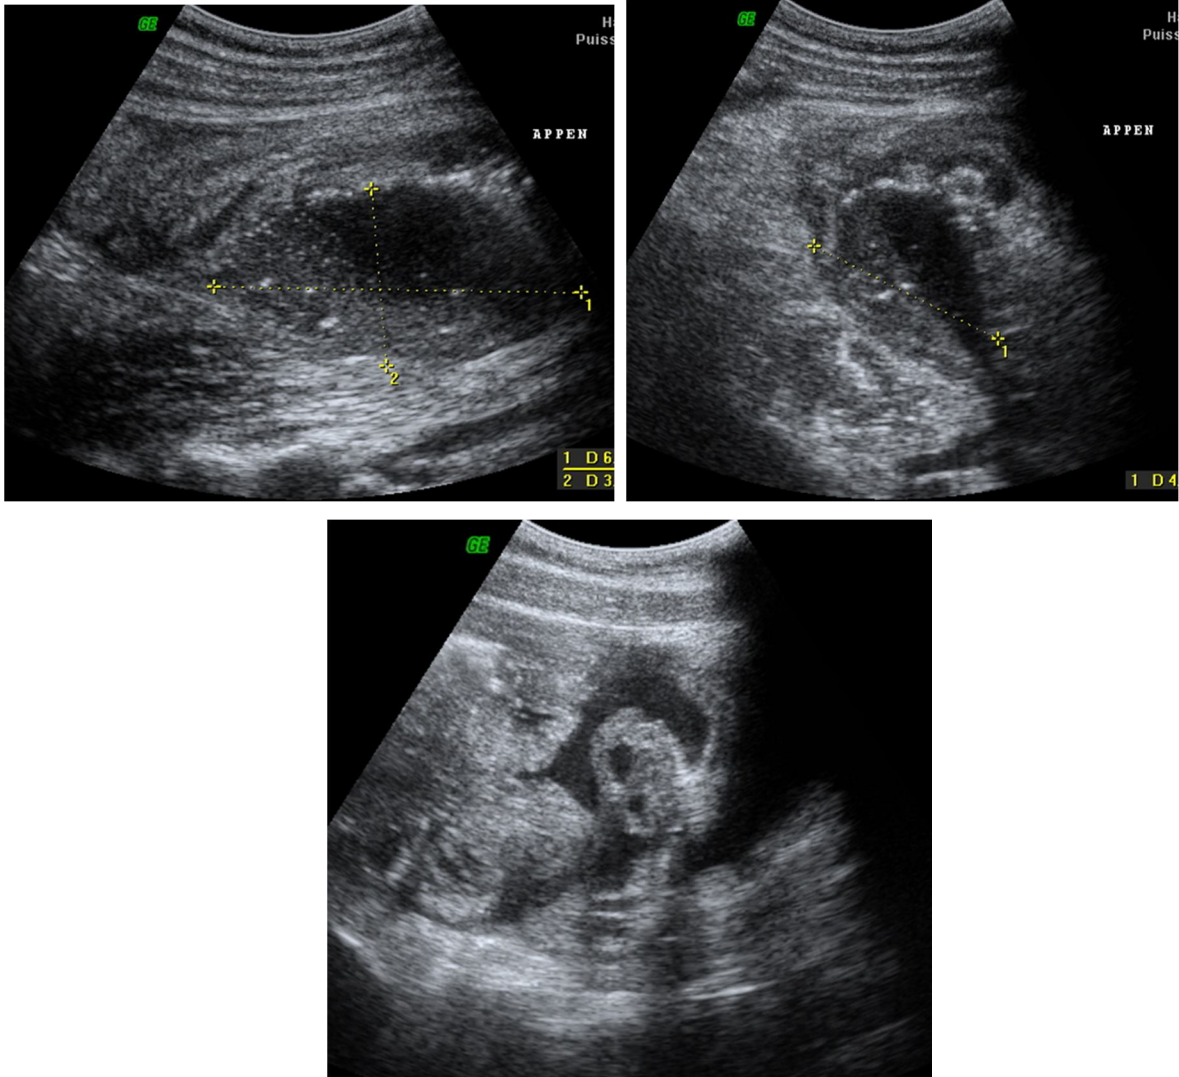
Péritonite appendiculaire vue à l'échographie
